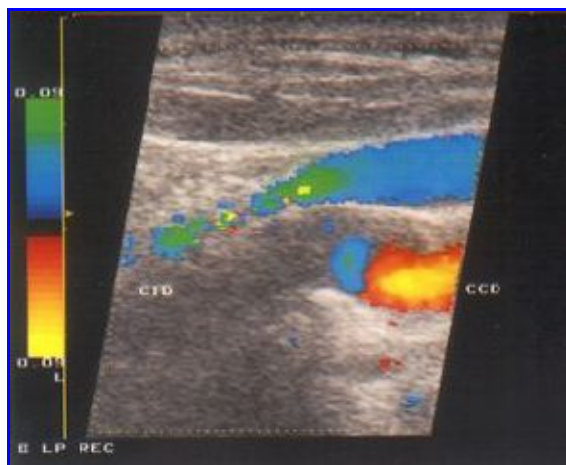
Ecodoppler de vasos de cuello que muestra una obstrucción completa de la arteria carótida interna.
